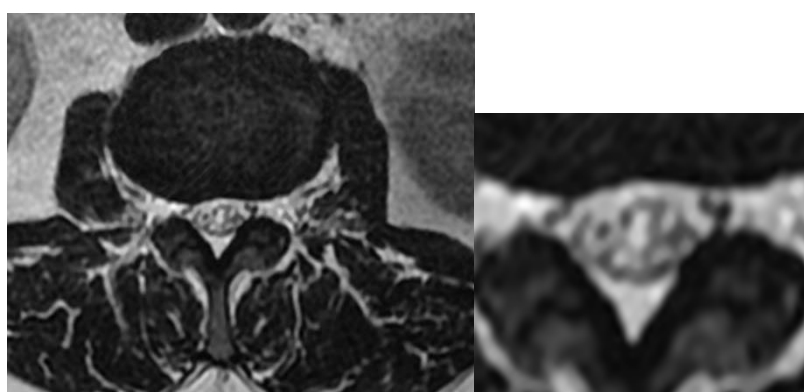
Description de la classification morphologique de la sténose canalaire lombaire en combinant des exemples graphiques et IRM [53]
